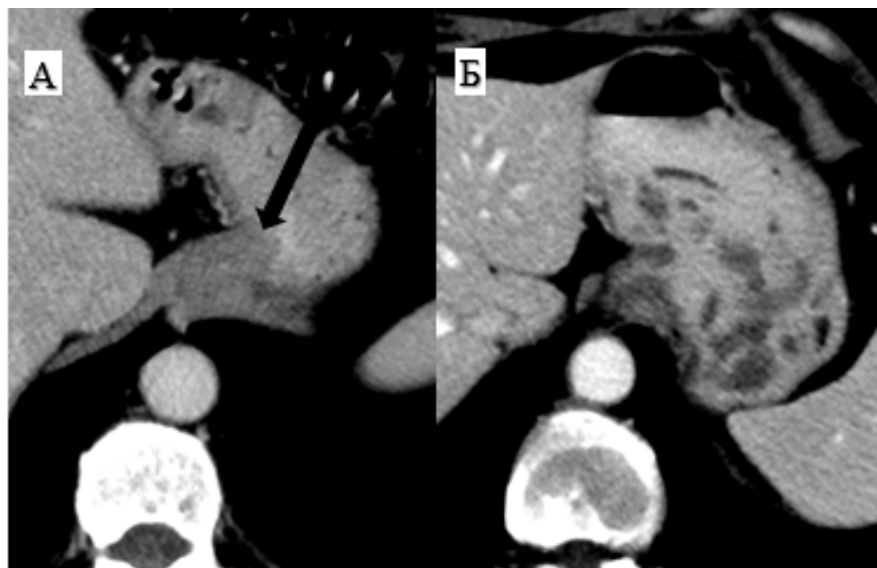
КТ-картина псевдообразования желудочно-пищеводного соединения (оригинальный рисунок):
